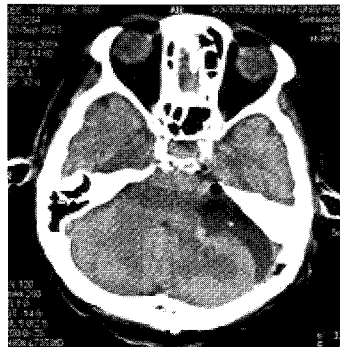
Brain CT (2003.9.3) Immediate post-operation
